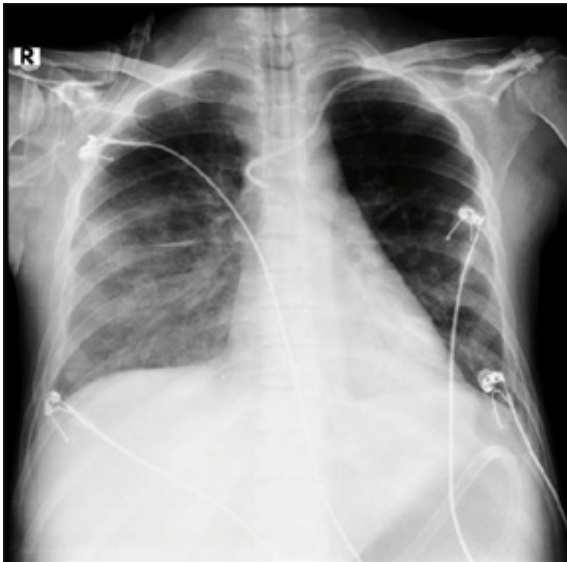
Radiografía de tórax: día 2 de haber suspendido el voriconazol. Se observa infiltrados algodonosos en tercio inferior de ambos hemitórax, con derrame pleural derecho.
